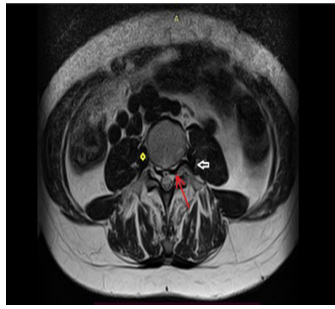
МРТ поясничного отдела позвоночника в T2-ВИ, аксиальная проекция на уровне тела L4 позвонка. Ромб-расширенная правая восходящая поясничная вена. Короткая стрелка-расширенная левая восходящая поясничная вена. Длинная стрелка-расширенное переднее внутреннее позвоночное венозное сплетение
